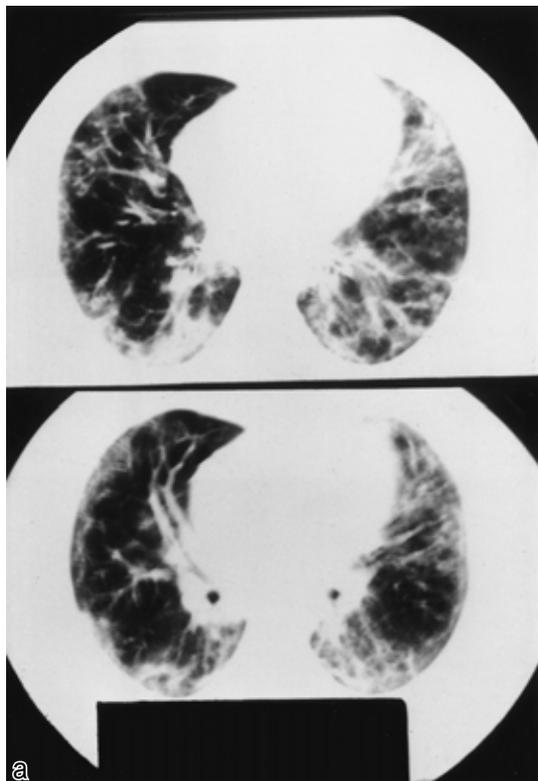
Chest CT scans on admission reveal non-segmental infiltration with irregular thickening of bronchoalveolar bundles in both lung fields.
